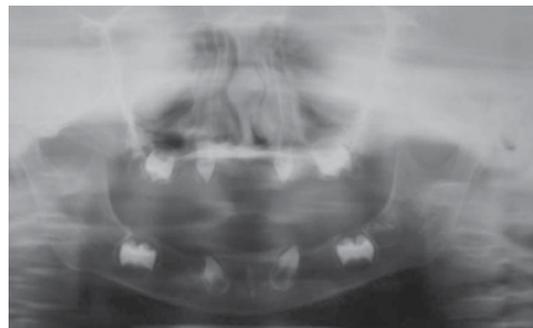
Radiografia panorâmica convencional. Observamos múltiplas ausências dentárias.
